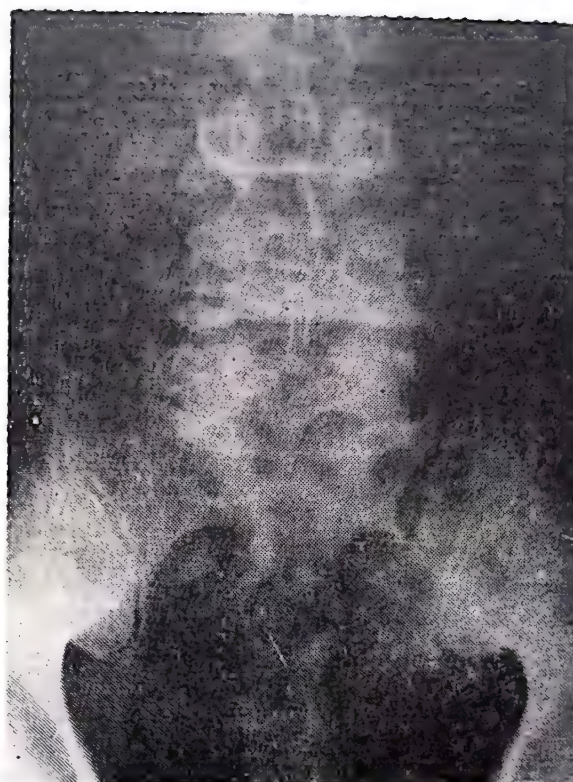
Aspect radiografic tipic de spina bifida (depistare accidentală pentru forma asimptomatică).
